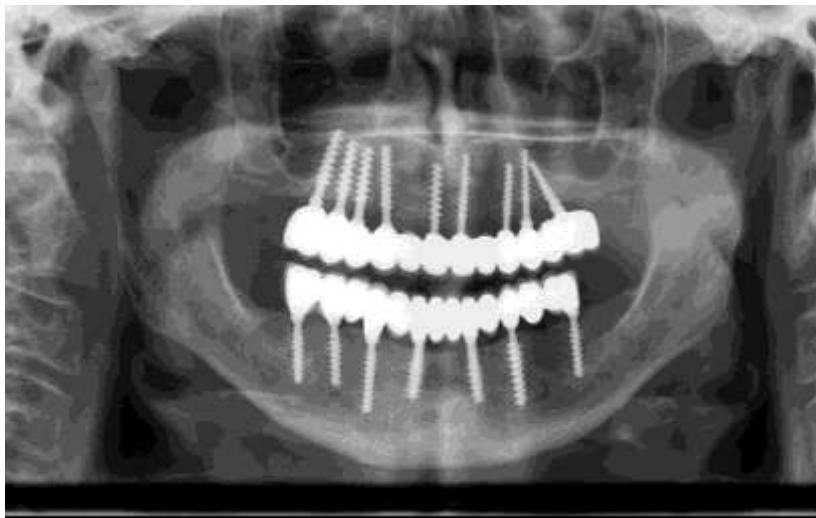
Контрольна ортопантомограма після закінчення лікування.
